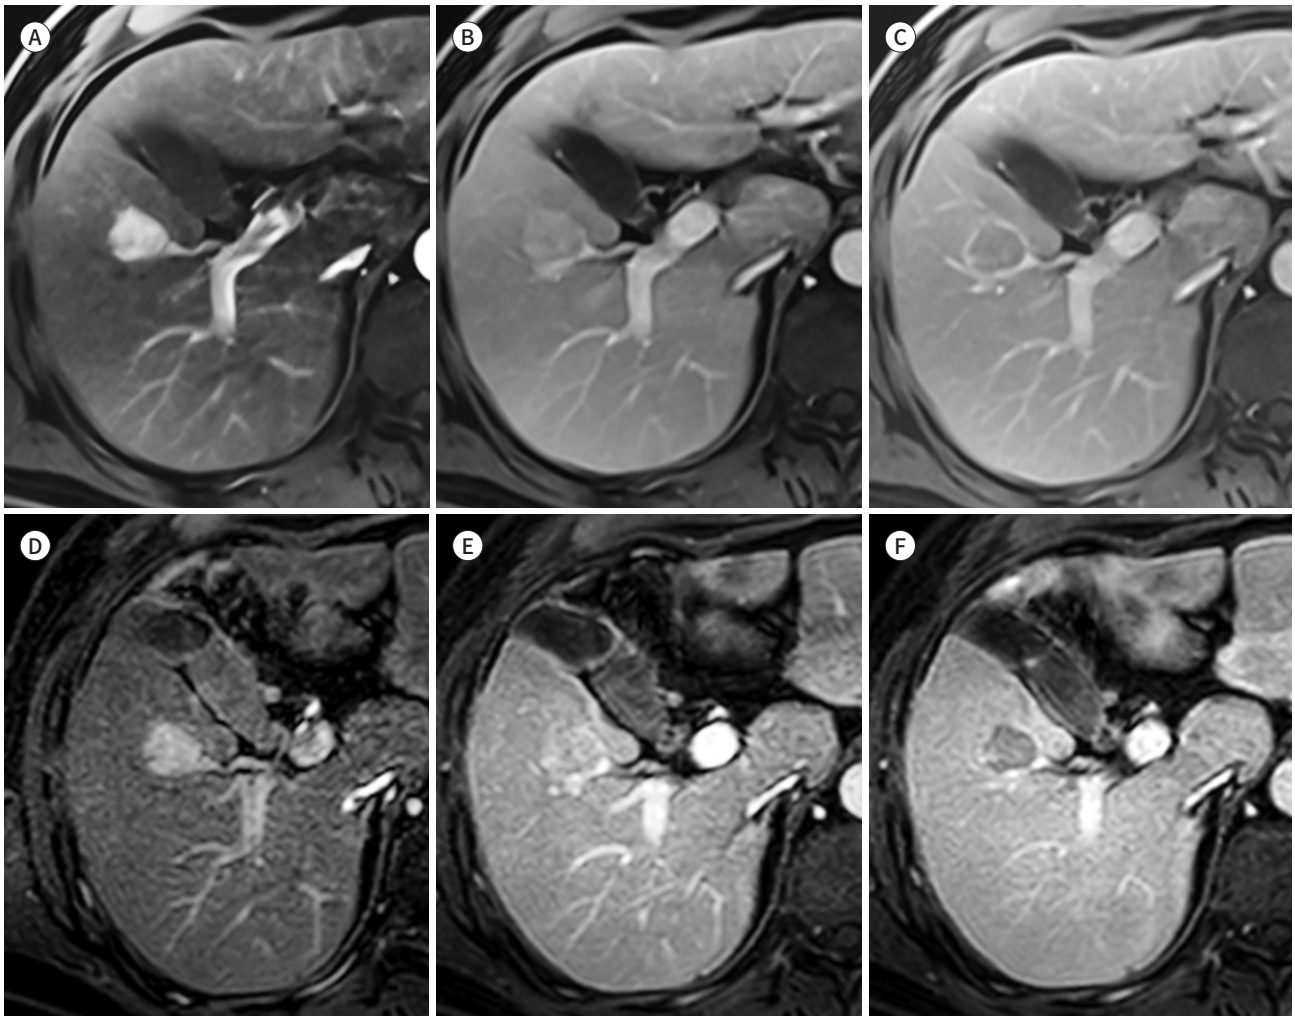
LR-5 diagnosis of hepatocellular carcinoma using liver imaging reporting and data system only on ECA-MRI in a 59-year-old male with chronic hepatitis B.
